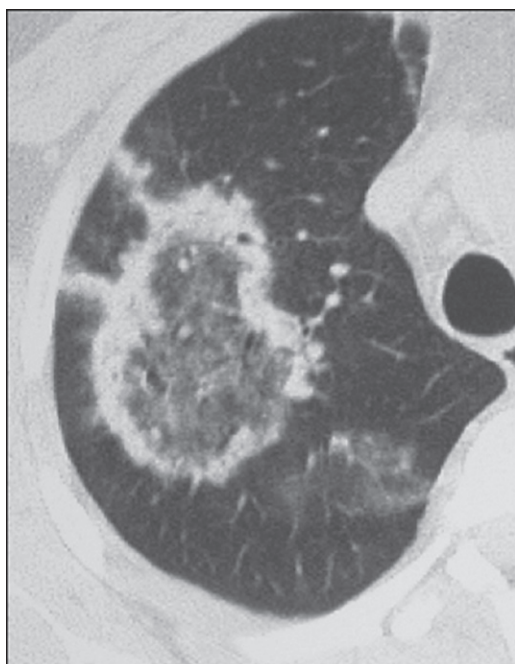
Homem, 63 anos, com pneumonia em organização criptogênica. TC com corte axial ao nível do lobo superior D, mostrando SHI caracterizado por opacidade em vidro fosco ovalar limitada por halo periférico de consolidação.
